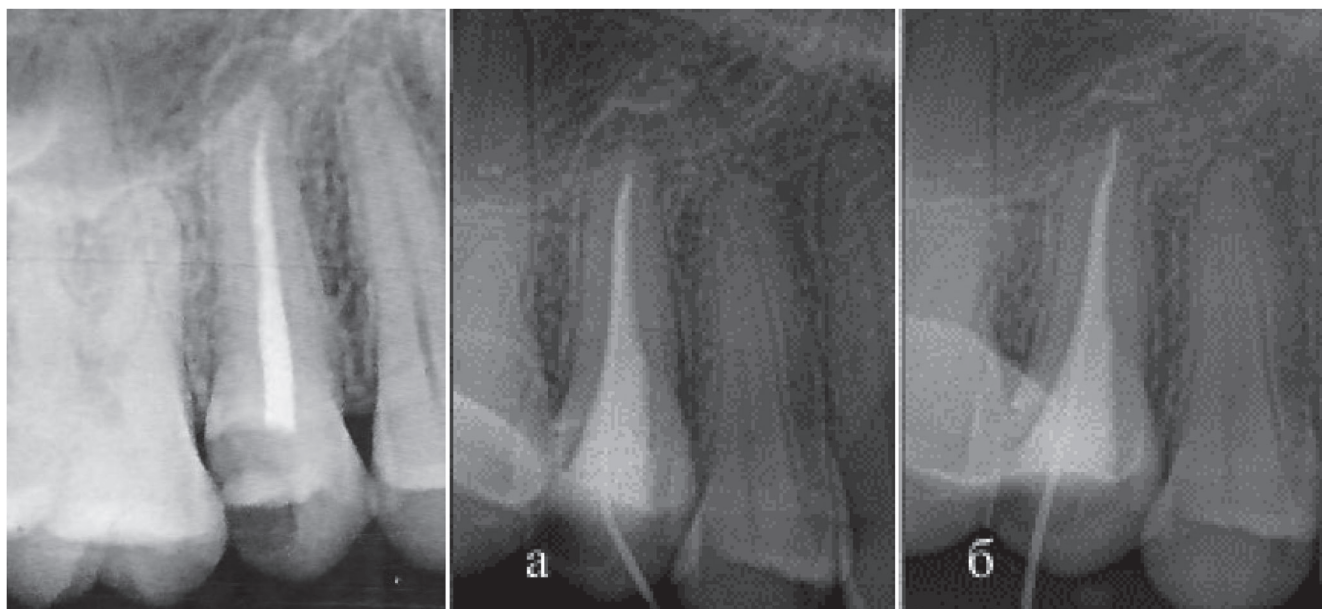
а – диагностический снимок зуба 15; б – радиовизиография зуба 15 при выполнении ирригации рентгенконтрастным раствором; в – эндодонтическая игла продвинута до апикального упора во время и возвратно-поступательных движений в канале (снимки выполнены в момент ирригации рентгенконтрастного раствора антисептика)
